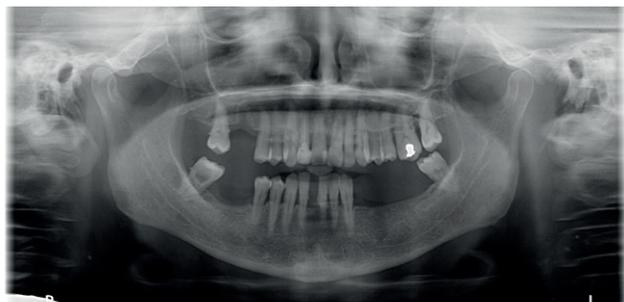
Imagen de radiografía panorámica de 2016 donde se detectan varias calcificaciones nodulares, pequeñas, unilaterales izquierdas, situadas aproximadamente en el borde del cuerpo de la tercera vértebra cervical, 3-4 cm posteroinferiores al ángulo mandibular.
